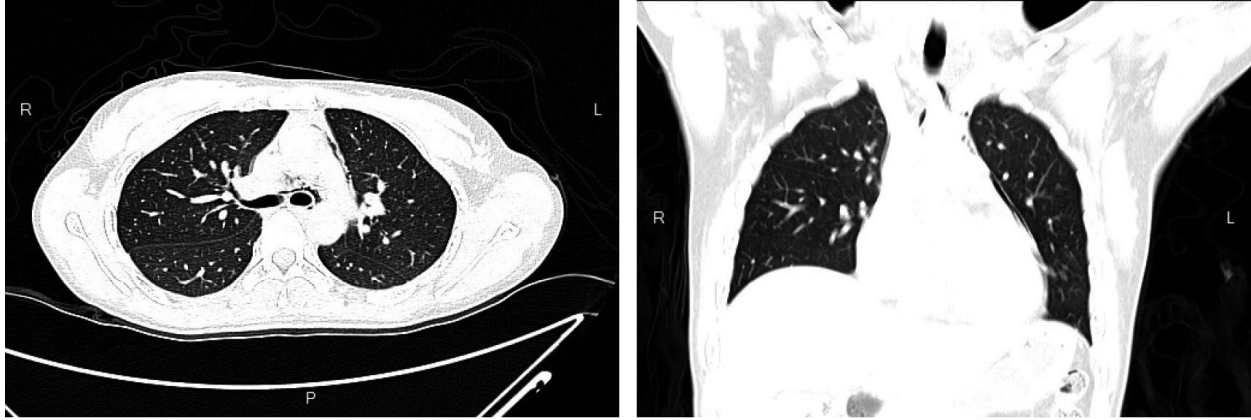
Computed tomography of the chest showed radiolucent outline around the heart and mediastinum
